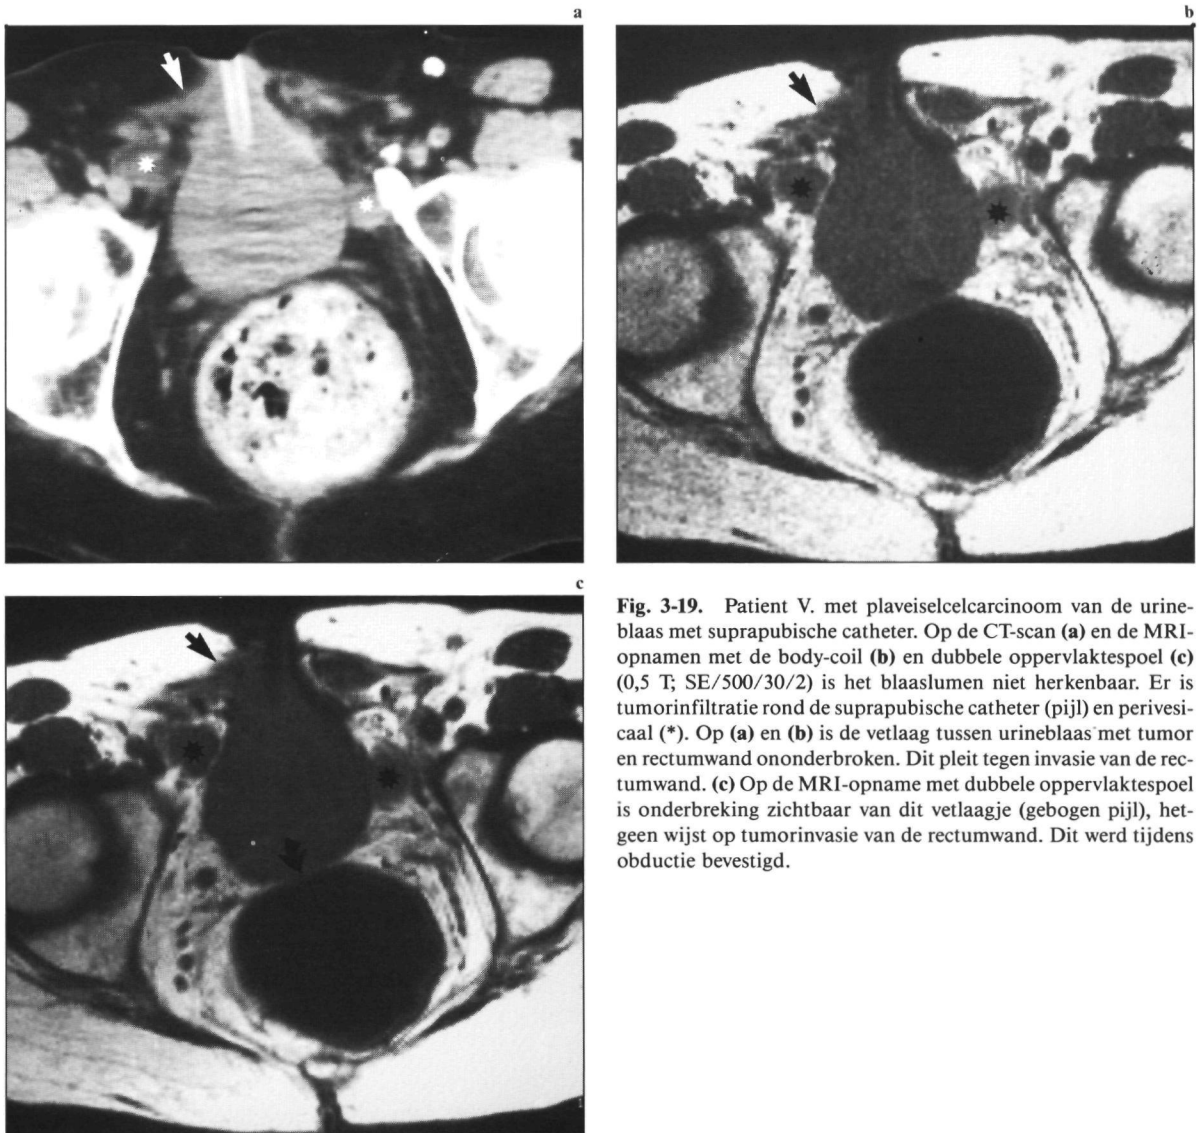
Patient V. met plaveiselcelcarcinoom van de urineblaas met suprapubische catheter. Op de CT-scan (a) en de MRI-opnamen met de body-coil (b) en dubbele oppervlaktespoel (c) (0,5 T; SE/500/30/2) is het blaaslumen niet herkenbaar. Er is tumorinfiltratie rond de suprapubische catheter (pijl) en perivesicaal (*). Op (a) en (b) is de vetlaag tussen urineblaas met tumor en rectumwand ononderbroken. Dit pleit tegen invasie van de rectumwand. (c) Op de MRI-opname met dubbele oppervlaktespoel is onderbreking zichtbaar van dit vetlaagje (gebogen pijl), hetgeen wijst op tumorinvasie van de rectumwand. Dit werd tijdens obductie bevestigd.
